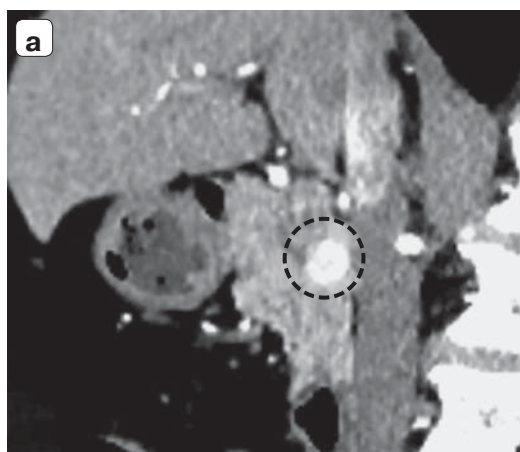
Компьютерные томограммы. НЭО ПЖ в артериальную фазу исследования (здесь и далее): а — G1, опухоль с четкими контурами, солидной структурой, интенсивным гомогенным накоплением контрастного препарата; б — G2, опухоль с нечеткими контурами, кистозно-солидной структурой, негетогенным накоплением контрастного препарата (“пестрый” вид опухоли). Контуром указана опухоль.
